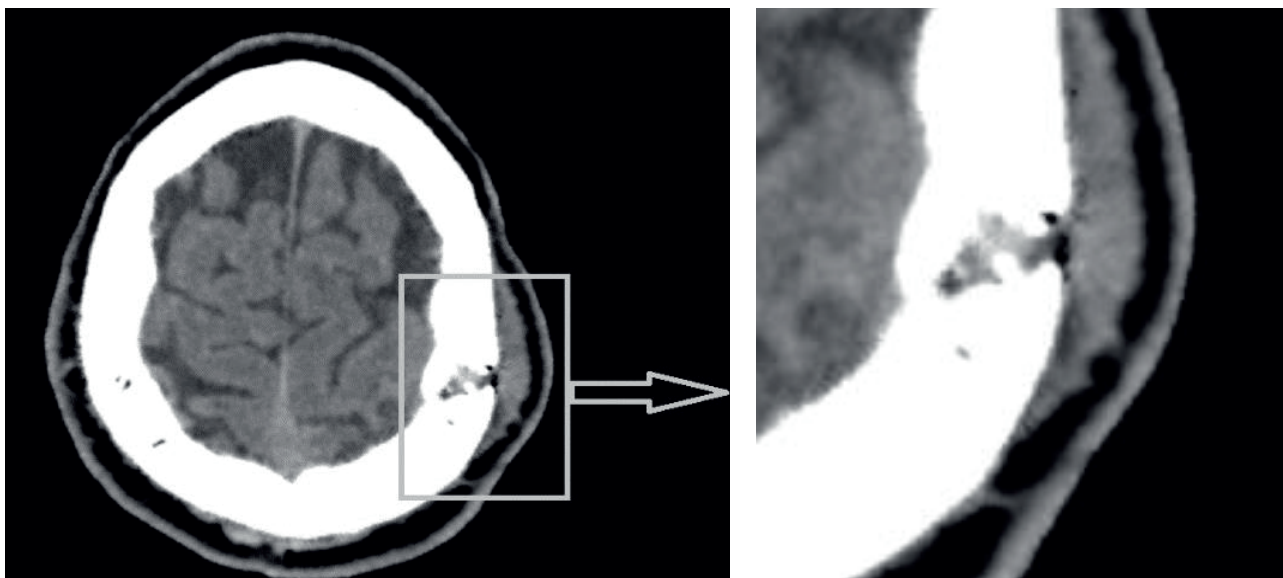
МСКТ пораненого з непроникаючим осколковим сліпим черепно-мозковим пораненням: дірчастий перелом лівої тім'яної кістки
